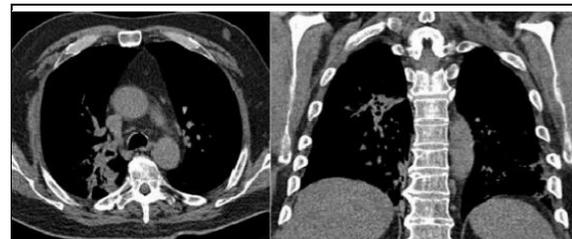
TAC de tórax simple, en el cual se aprecia hipodensidad irregular tipo cavitación.
